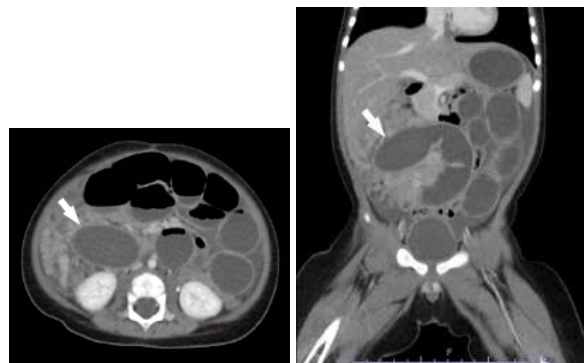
X+3日に撮像した造影CT. 矢印で示した部位が、高吸水性ポリマーの玩具と判明した。
